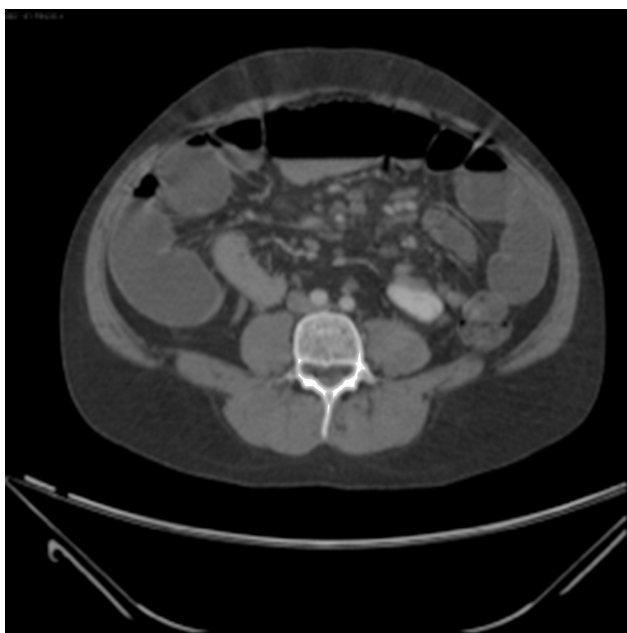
Corte axial de tomografía con doble contraste que muestra múltiples ganglios abdominales aumentados de tamaño.
